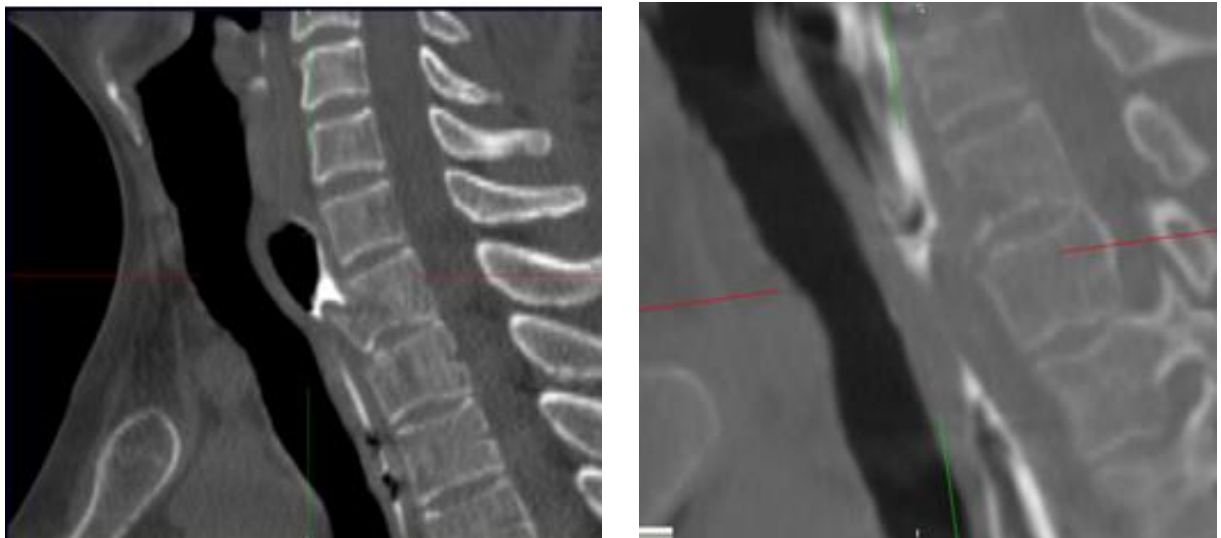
Пациент 3. Спиральная компьютерная томография. Перфорация и блок пищевода костным отломком 1 грудного позвонка
